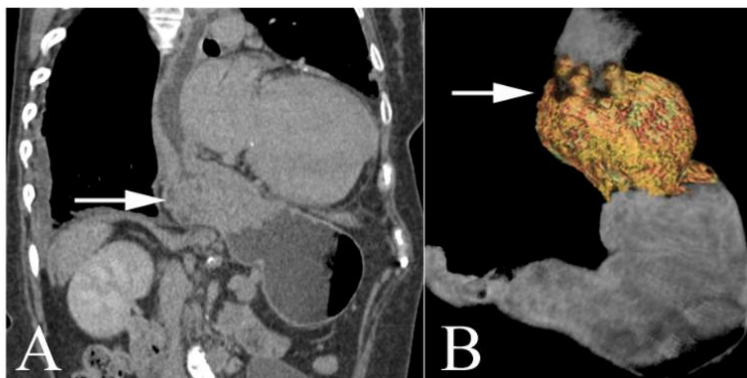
Фрагменты реконструкций КТ-изображений в косо-аксиальной (А) и косо-фронтальной (В) проекциях. Смещение малого сальника в заднее средостение – сальниковая грыжа (стрелки).
